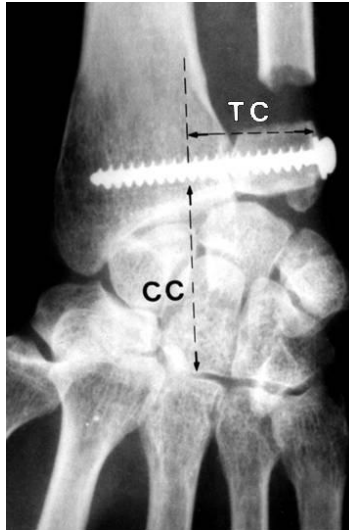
Radiografia pós-operatória de uma SER do punho, onde é possível avaliar a altura do carpo (CC) e a translação ulnar do carpo (TC) segundo Y Alnot.
